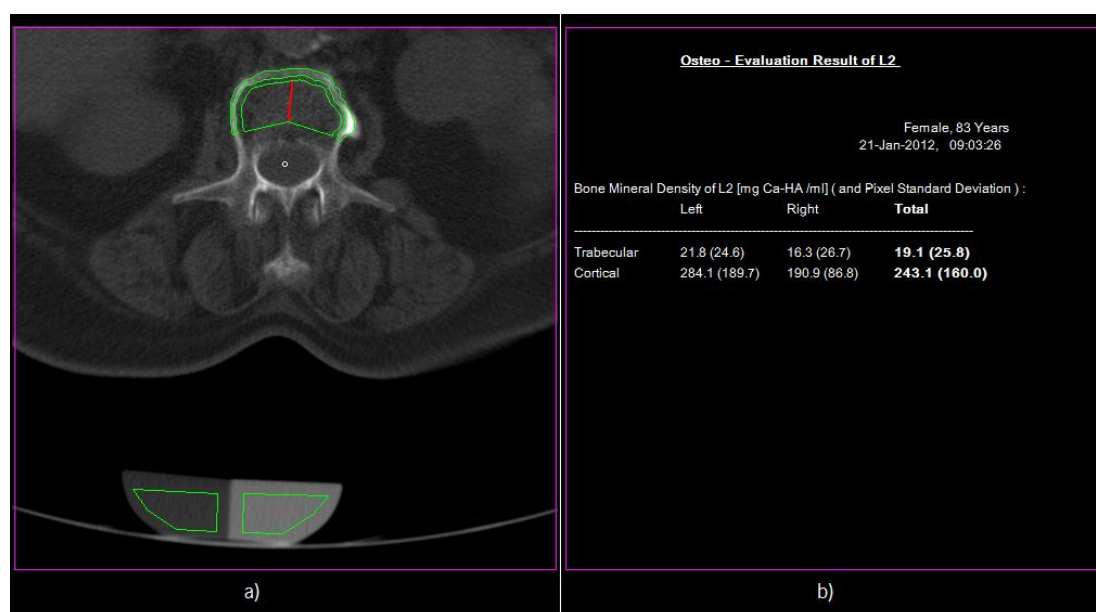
Resultado Osteo TC da vértebra L2 para o paciente 3: a) definição das ROIs para o corpo vertebral e para o fantoma; b) densidade trabecular e cortical, definidas para o lado anatômico direito e esquerdo.
